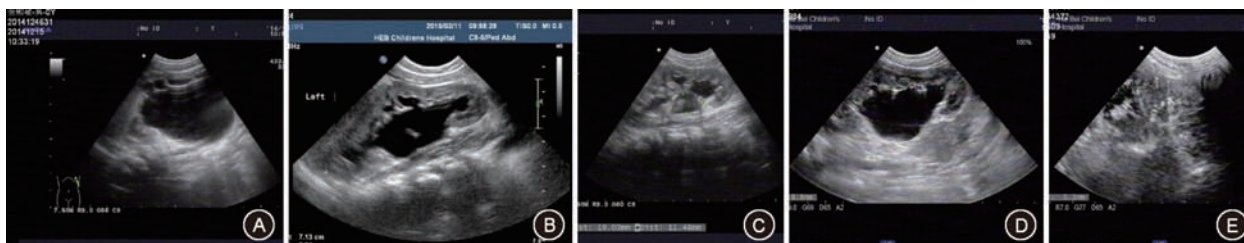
患儿患侧肾脏术前及术后超声随访发育形态图 A: 术前; B: 术后 2 个月; C: 术后 6 个月; D: 拔管后 2 年; E: 拔管后 2 年 9 个月
